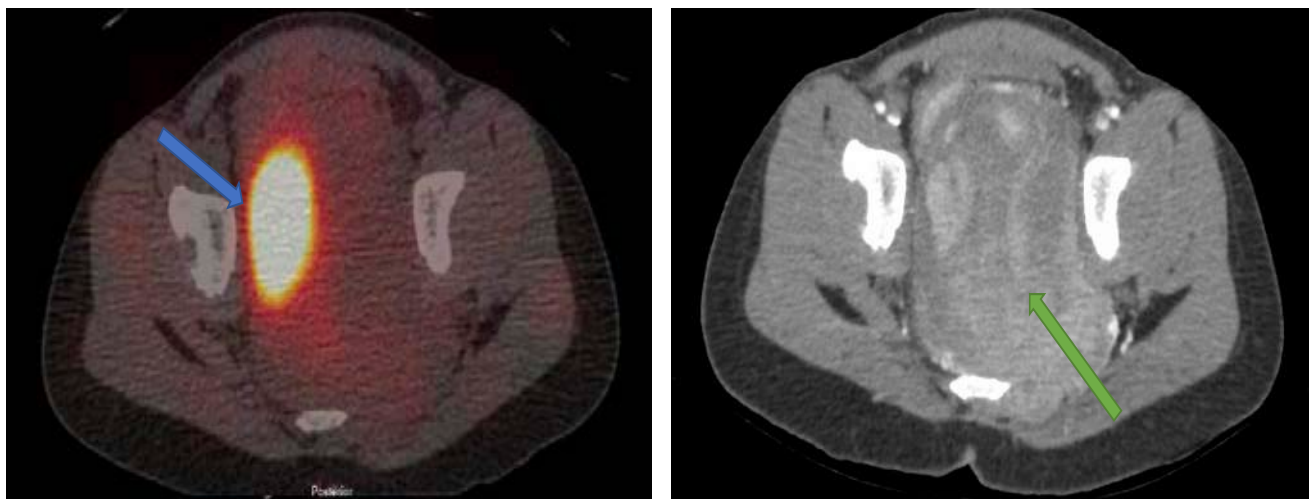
Неоднородность накопления ^{123}I -МЙБГ. Совмещенные изображения ОФЭКТ/КТ (слева), КТ (справа). Очаговое накопление ^{123}I -МЙБГ (синяя стрелка) в огромном гетерогенном новообразовании таза (зеленая стрелка).
